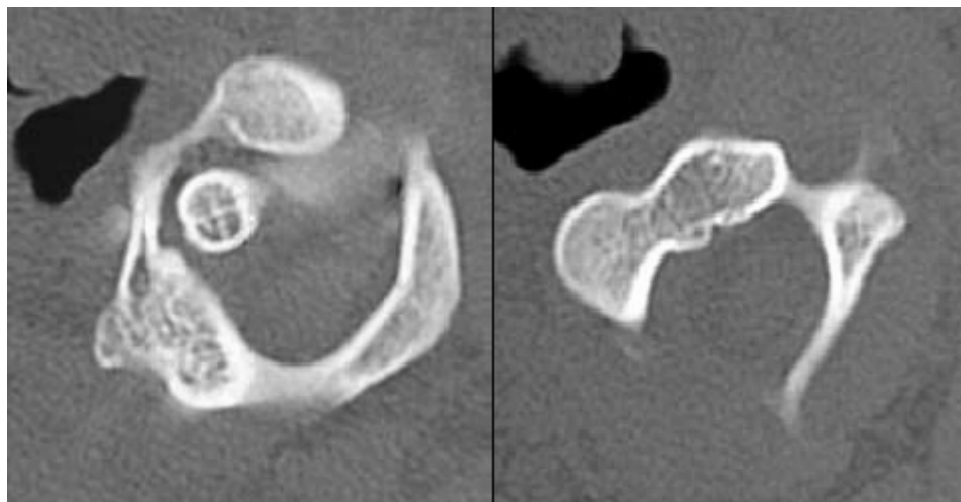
TDM cervicale montrant une luxation rotatoire type (61).
